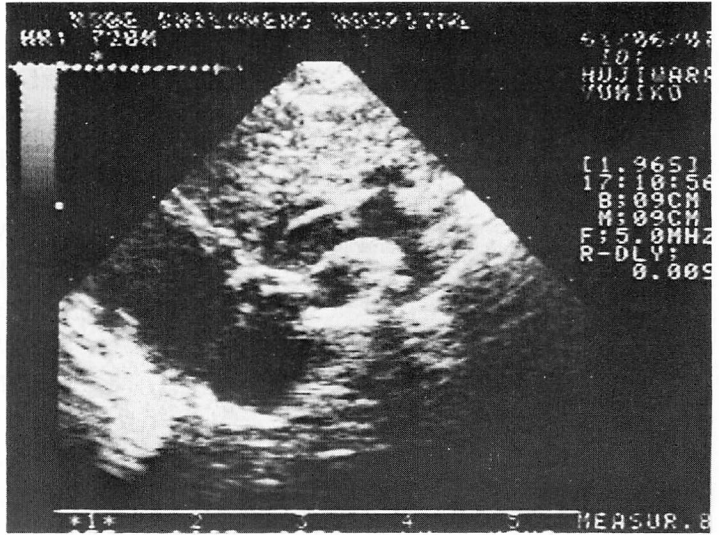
2-D echocardiogram of a patient with coarctation complex.
